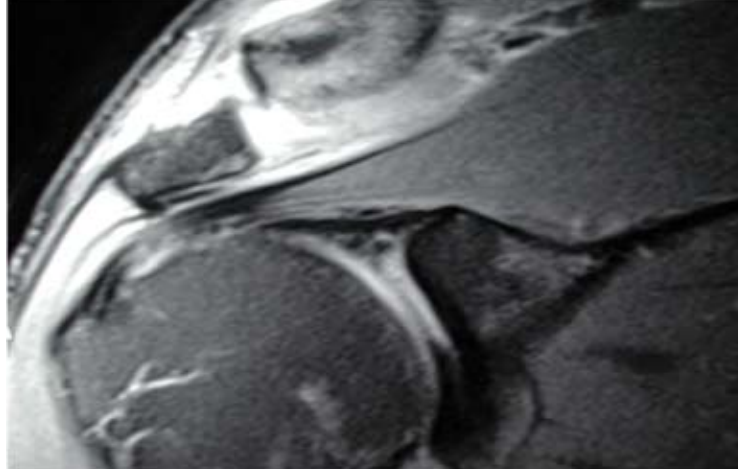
MRI showing complete AC separation with hematoma in the AC-J.
